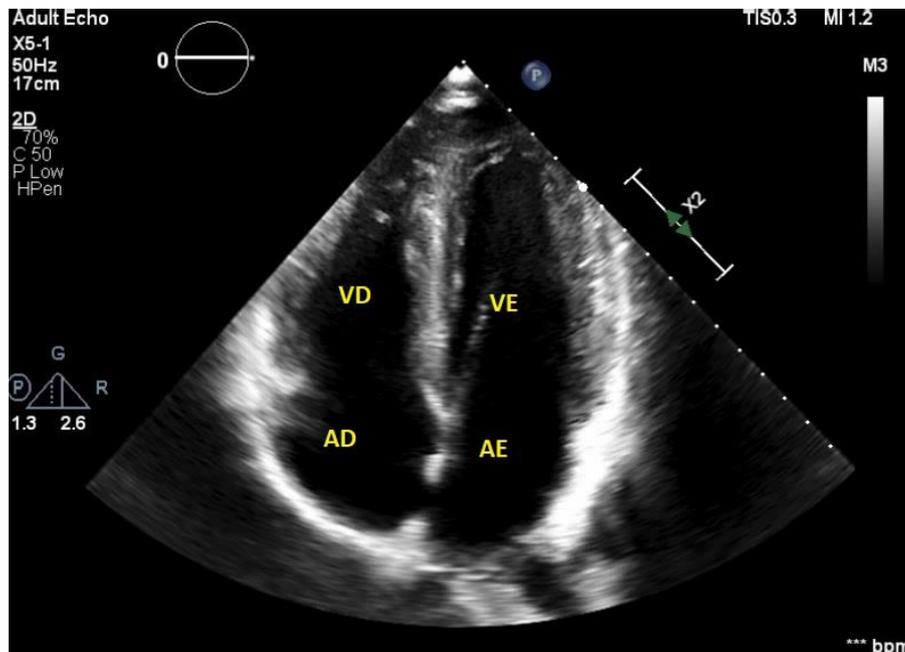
Imagem demonstrando a janela apical 4 câmaras. Representando: AE – átrio esquerdo; VE – ventrículo esquerdo; AD – átrio direito; VD – ventrículo direito.
